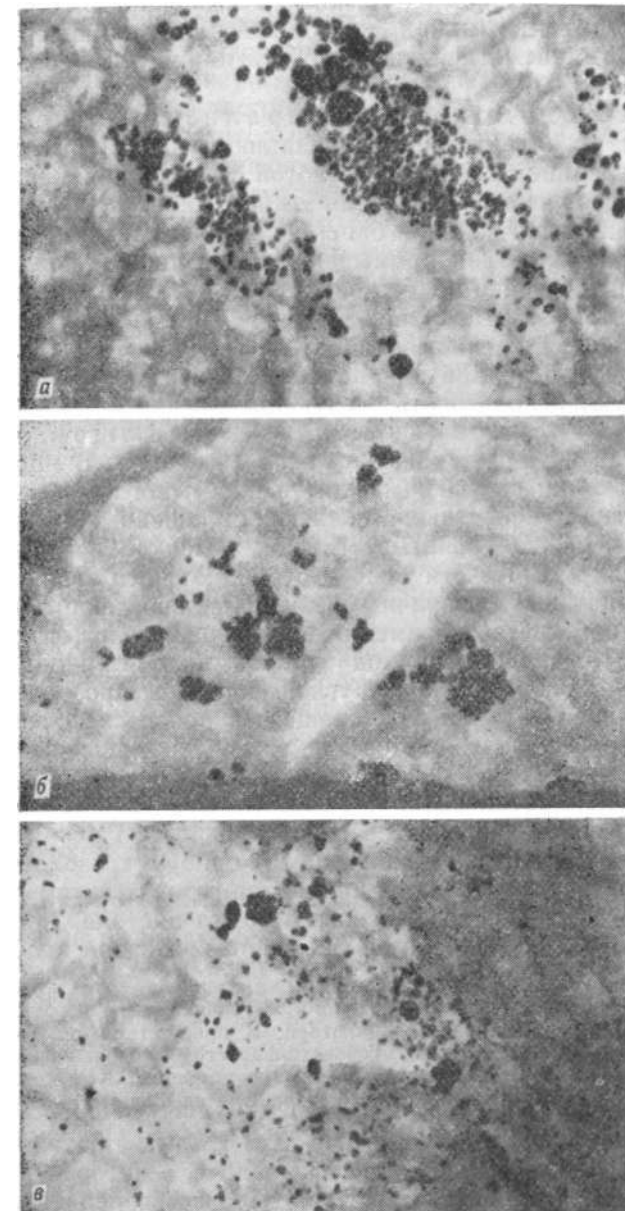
Рентгенограммы кожных колото-резаных ран, загрязненных:
